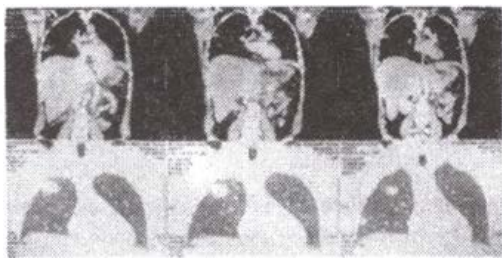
КТ брюшного и грудного сегментов больной Ш., 37 лет от 27.03.2009г. всю левую долю печени занимает образование неправильной формы, с неровными и нечеткими контурами, неоднородной структуры за счет наличия кисты. В обеих долях легких полисегментарно преимущественно в нижних долях имеются фокусные образования округлой формы, с четкими контурами.
